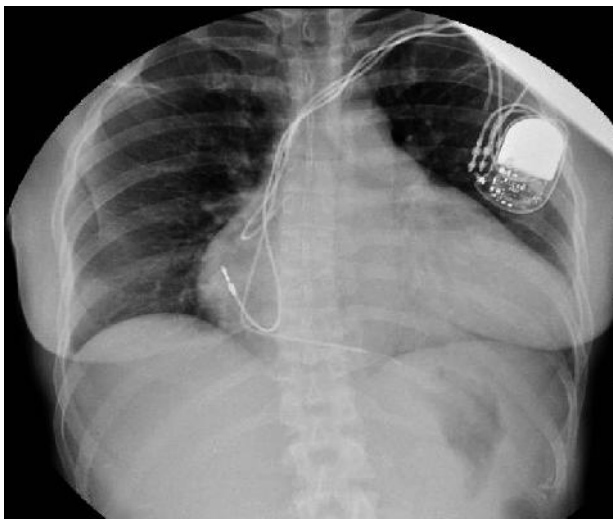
Обзорная рентгенограмма органов грудной клетки пациентки после замены ЭКС и имплантации предсердного электрода в 2011 г.
